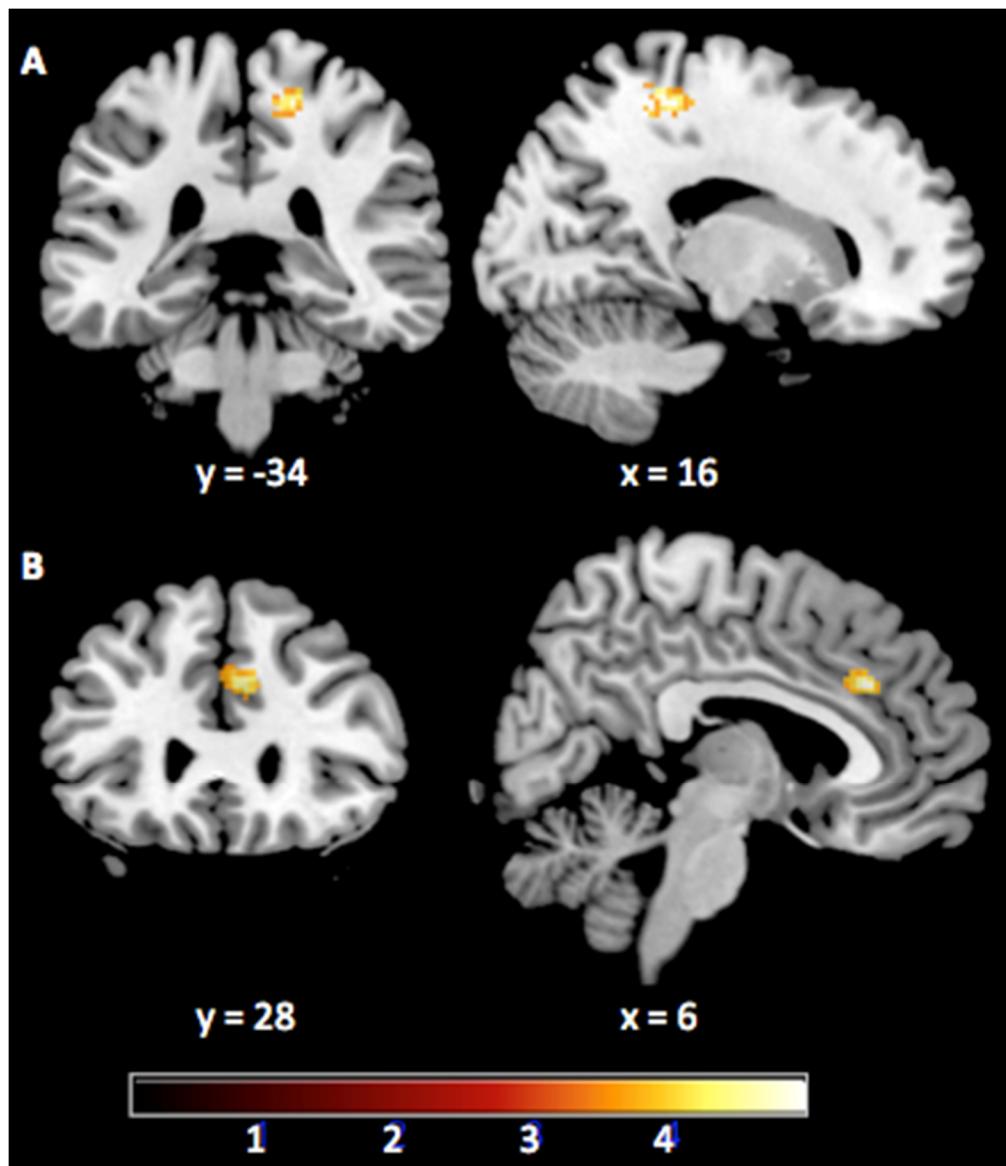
A) Activation map that represents the resulting activity from the contrast (CT (Pain vs. No pain)) vs. (PE (Pain vs. No pain)). The cluster is located in the post-central gyrus. B) Activation map resulting from the contrast (PE (Pain vs. No pain)) vs. (CT (Pain vs. No pain)). The cluster is located in the ACC. Voxel threshold was set at $p = .001$, svc = 81 voxels. The threshold bar represents T values.
